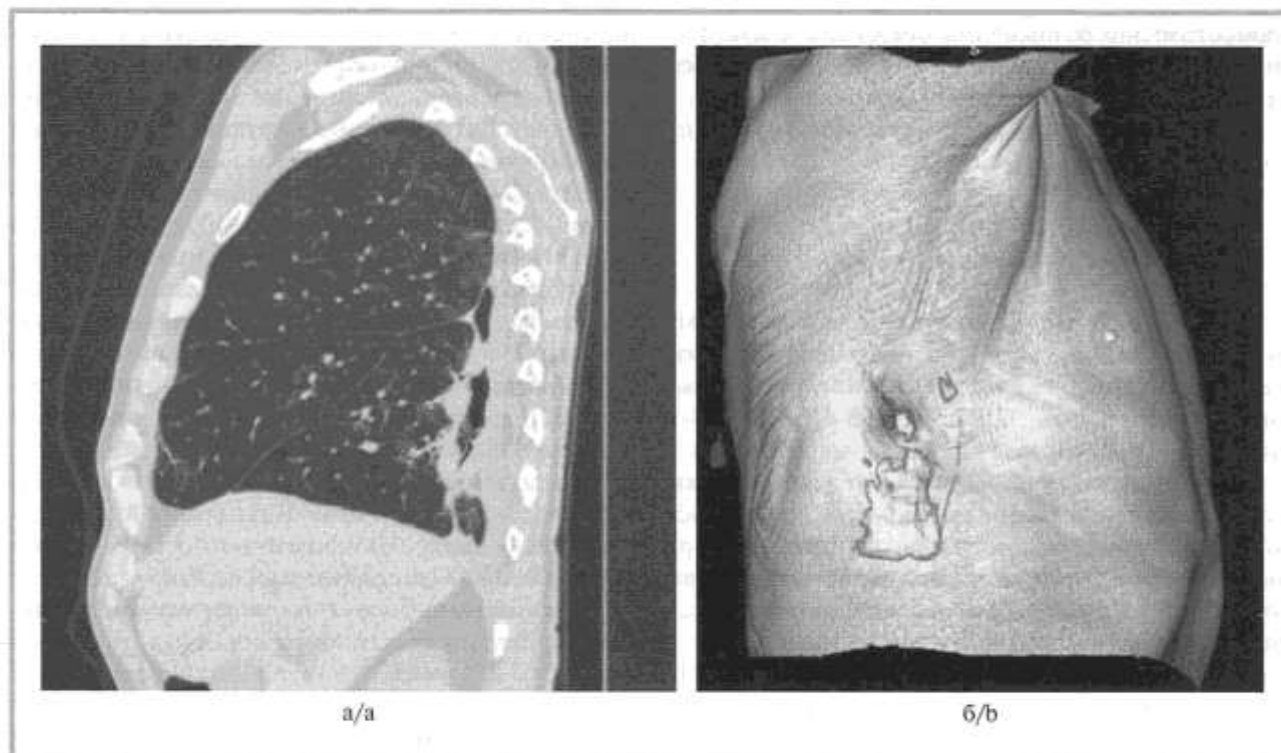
МСК-томограммы органов грудной клетки, сагитальная проекция.
